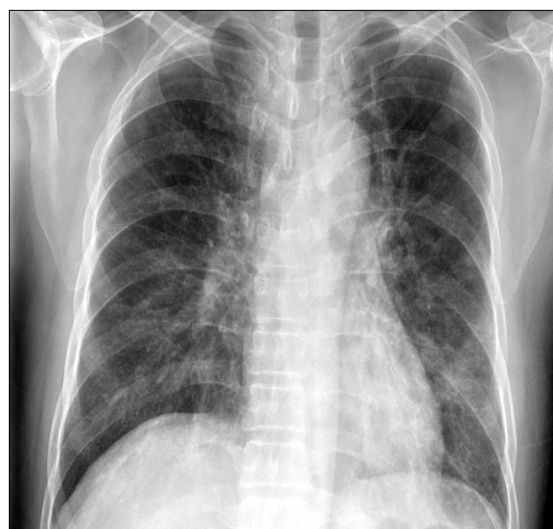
Initial chest X-ray shows bilateral multifocal patchy infiltrates.
